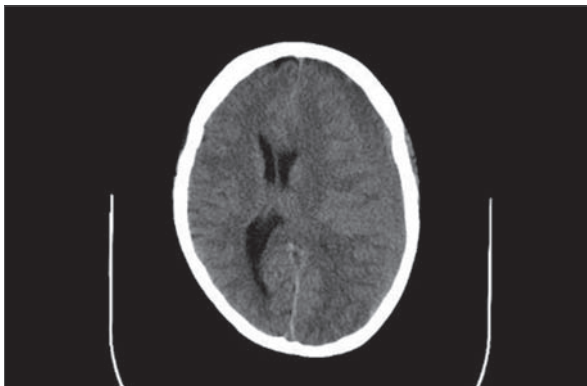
MRT eines chronisch Subduralhämatoms bds. bei einem 79-jährigen Patienten mit zunehmender Verwirrtheit und Vigilanzminderung.
